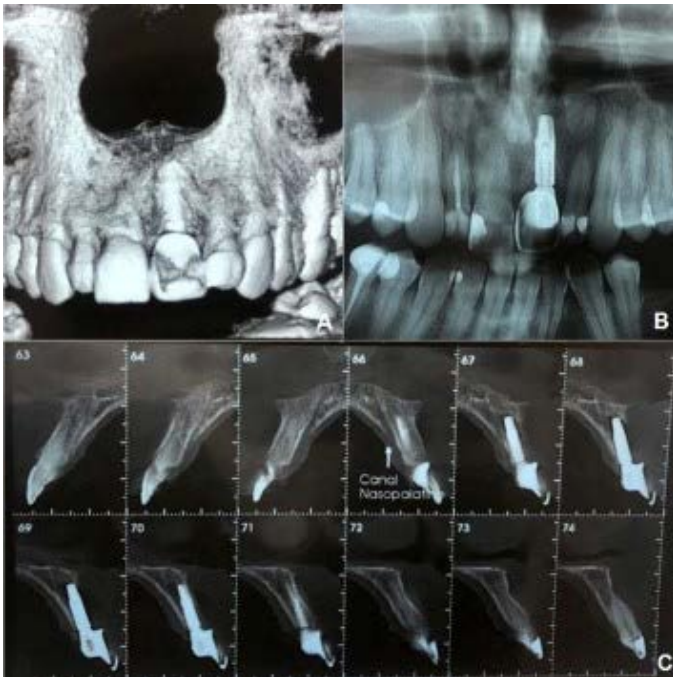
Aspecto final radiograficamente após 6 meses de cirurgia.
